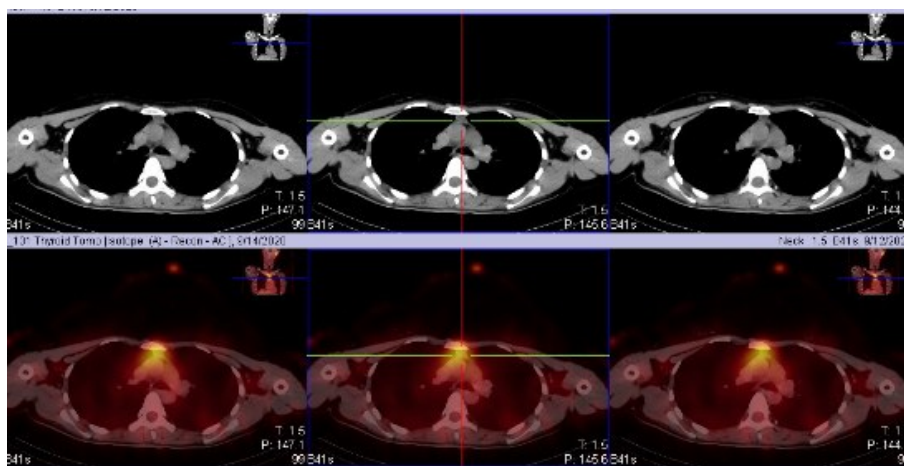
DTC患者术后第1次碘治疗后SPECT/CT断层融合显像
